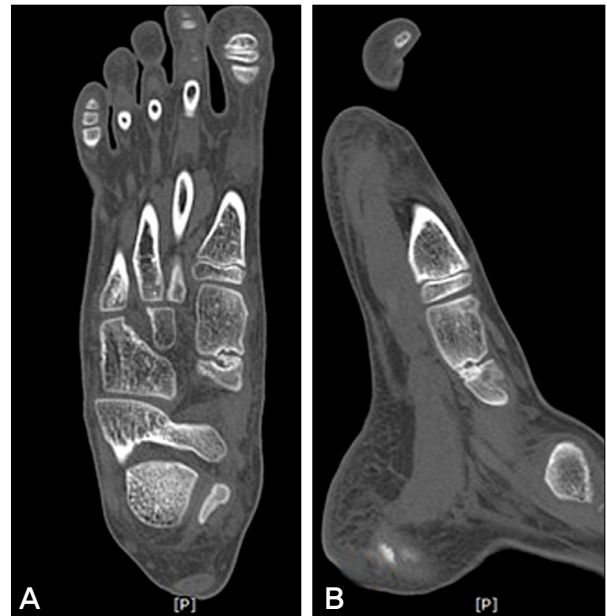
(A) Semi-coronal view of the computed tomograph of the naviculocuneiform coalition. (B) Lateral view of the computed tomograph of the naviculocuneiform coalition.
